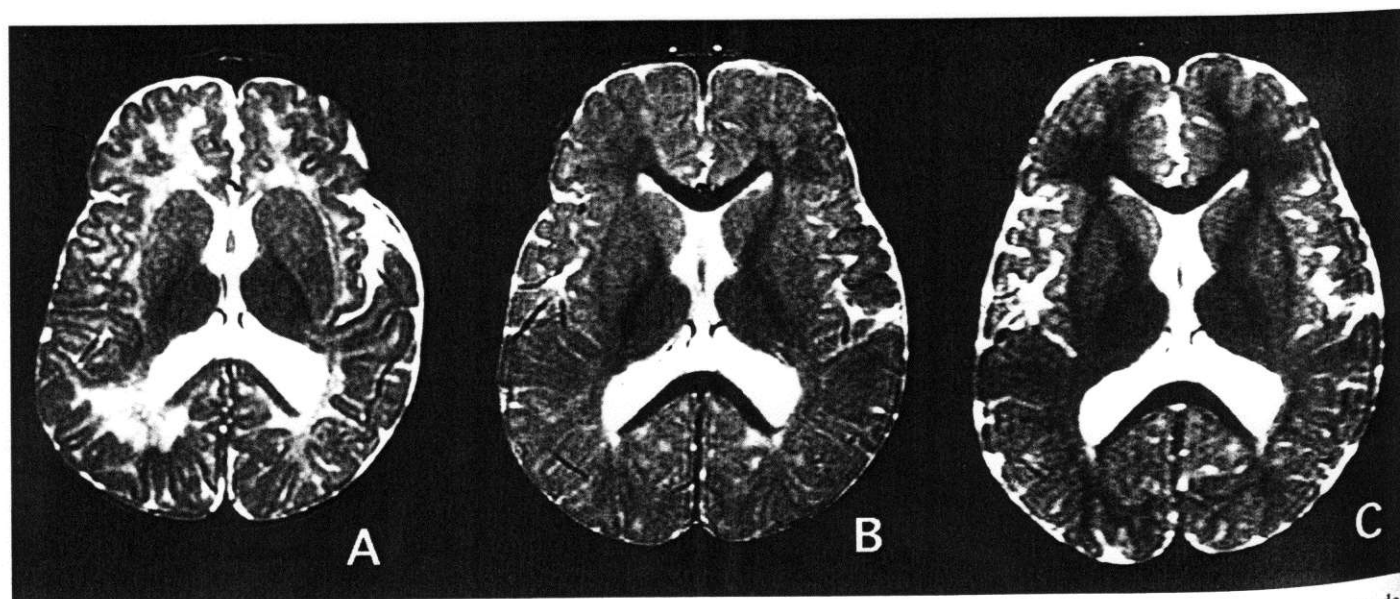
Resonancia magnética craneal, potenciada en T2, en el paciente nº 3, a los 6 meses (A), 16 meses (B) y 2 años (C). Obsérvese el progreso de la mielinización, que es ahora prácticamente normal para la edad, restando sólo unas pequeñas zonas de hipomielinización en áreas occipitales.
